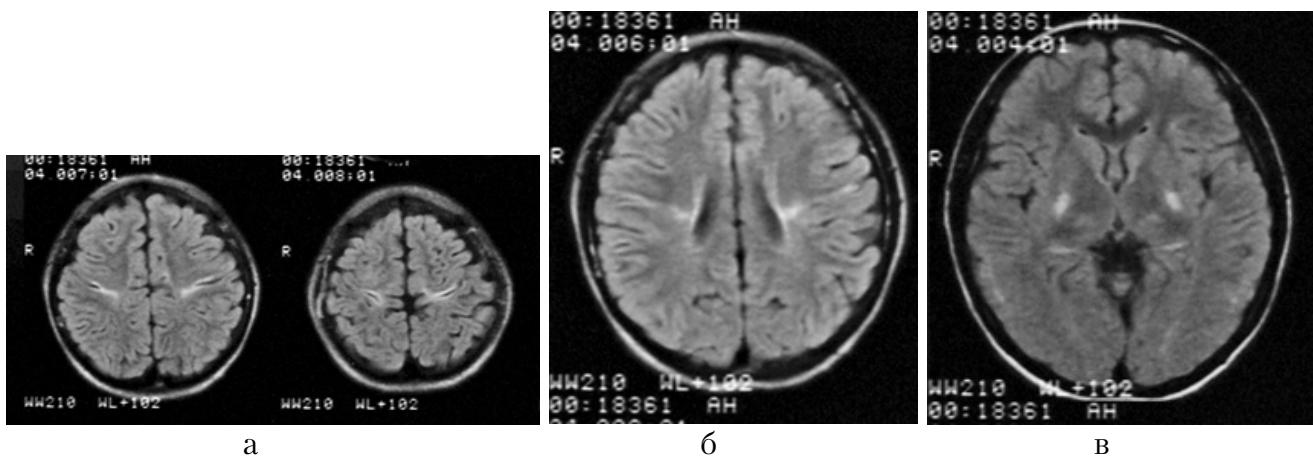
Томограмма больного Д., 13 лет. Диагноз: ДЦП, спастическая диплегия. FLAIR ИП, аксиальная проекция. Определяются поперечно ориентированные, линейные зоны повышенного МР-сигнала на Т2-ВИ и Flair ИП: а – билатерально, вдоль центральной борозды; б – в проекции кортико-субкортикальных отделов пре- и постцентральной извилин; в – с распространением на перивентрикулярное белое вещество и заднее бедро внутренних капсул.
